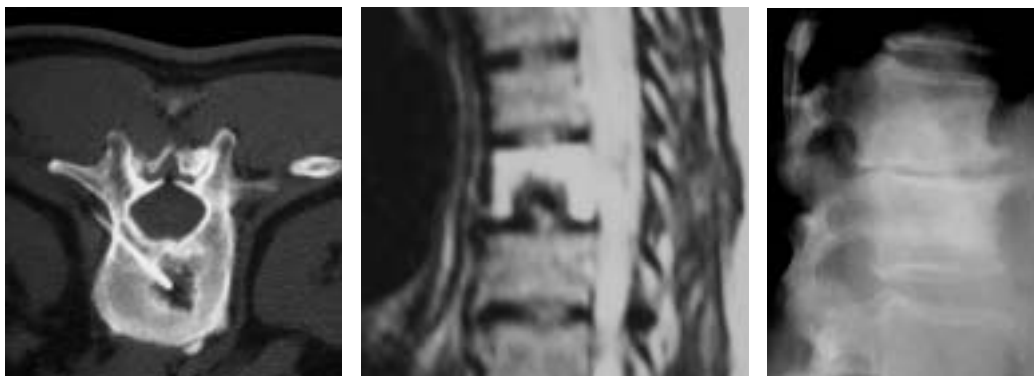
Discopatías degenerativas pseudotumorales. A) Hernia intraesponjosa rodeada de un anillo escleroso; B) Nódulo de Schmorl que en la RM se asocia a edema del cuerpo vertebral, simulando un tumor; C) Eburneación de cuerpos vertebrales por discopatía degenerativa diagnosticadas por imagen como metástasis osteoblásticas en una neoplasia de próstata.
